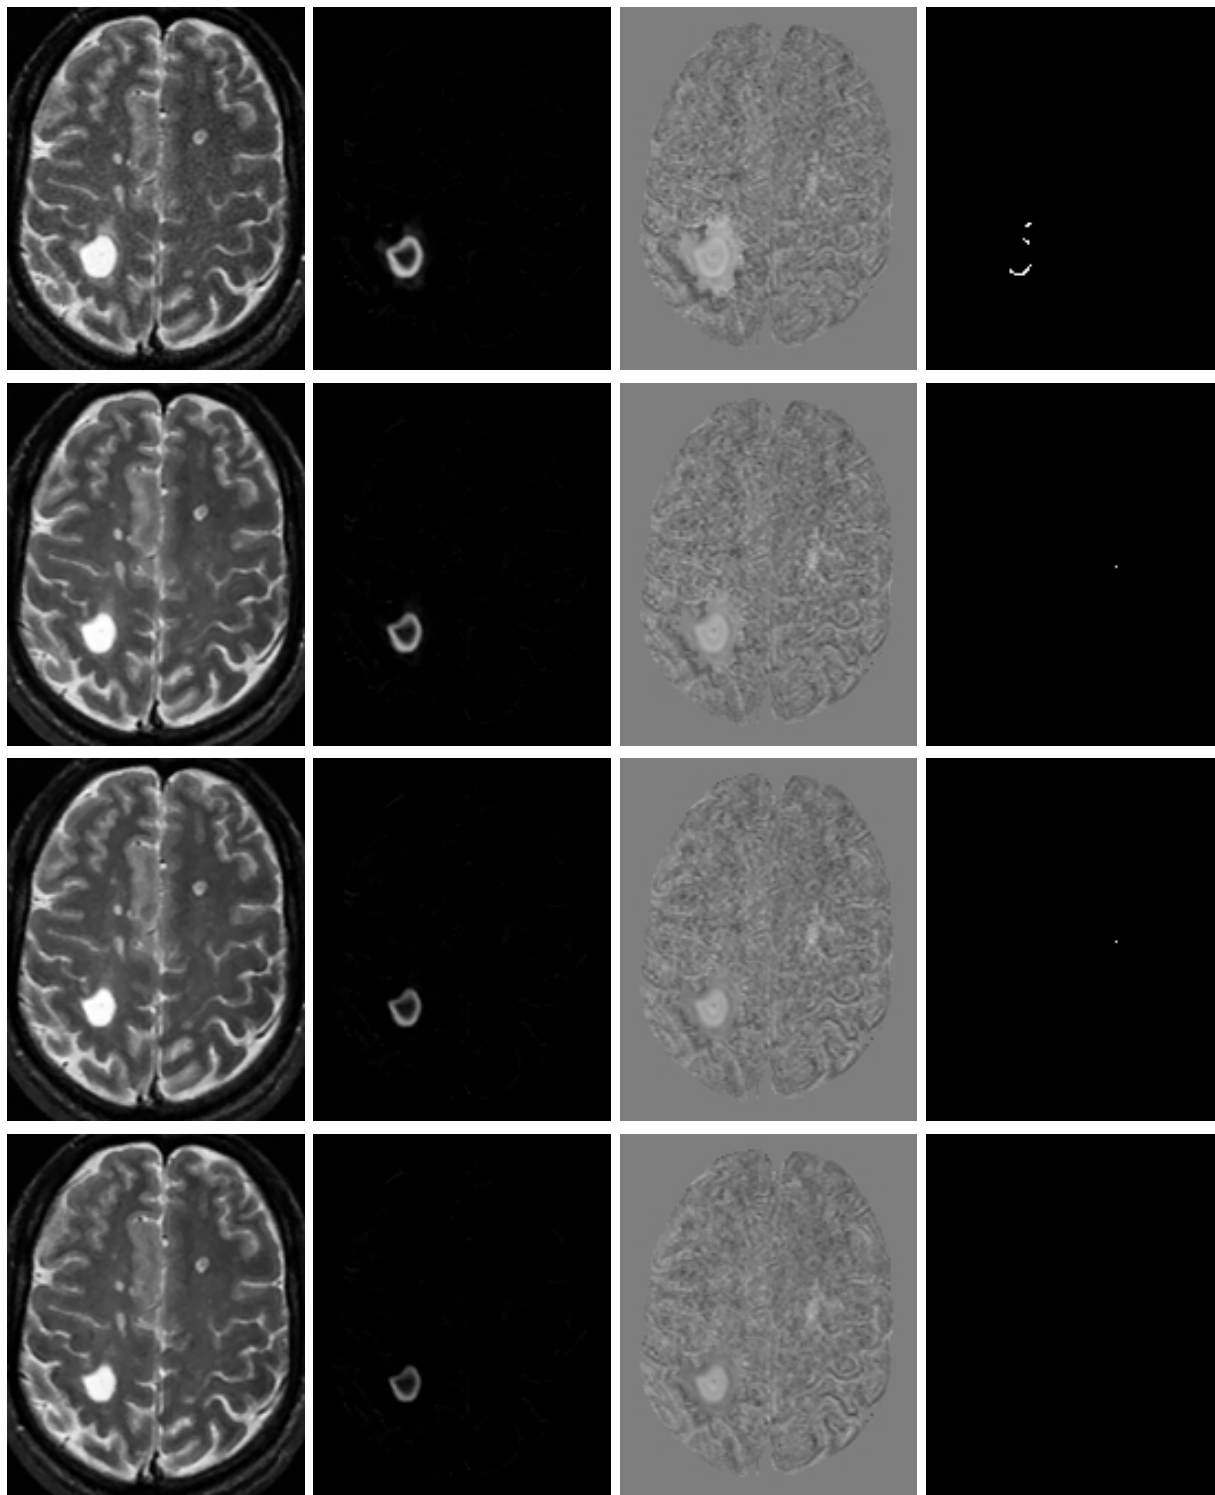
Résultats sur semaines 9 à 12 de la série BW, présentés sur une deuxième coupe axiale de l'IRM (voir figures 7.33 et 7.34). De gauche à droite : l'image originale à l'instant d'acquisition fixé ; l'image du paramètre  $\beta_1$  ; la carte en  $t$  ; l'image des groupes supraseuils ( $t \geq 4,45$ ) significatifs (taille du groupe  $\geq 10$ ) à cet instant.
